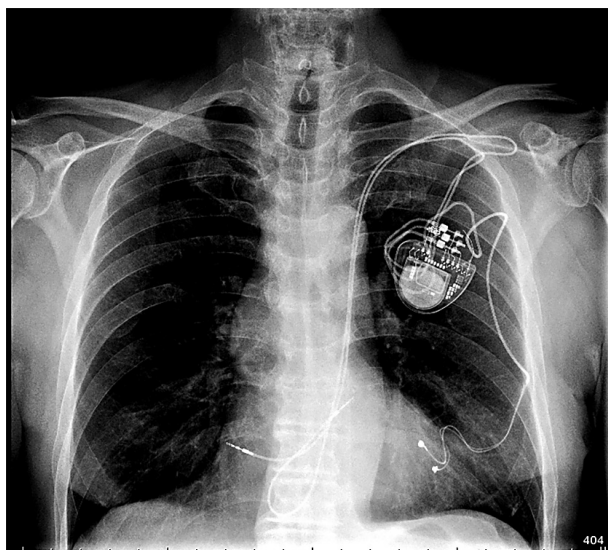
Обзорная рентгенография грудной клетки в передне-задней проекции
